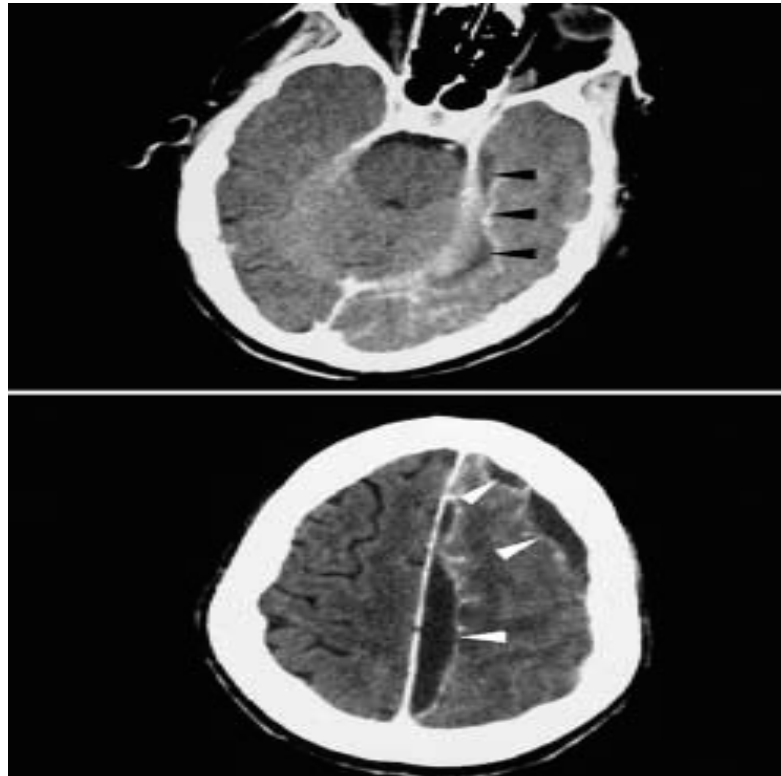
TDM cérébrale avec injection de PDC. Cholestéatome antro-attical avec lyse du tegmen antri et attici, mais sans franchissement apparent de la dure-mère temporale. Empyèmes sous-duraux multiples par diffusion veineuse à partir d'une thrombophlébite du sinus pétreux supérieur. [45]
